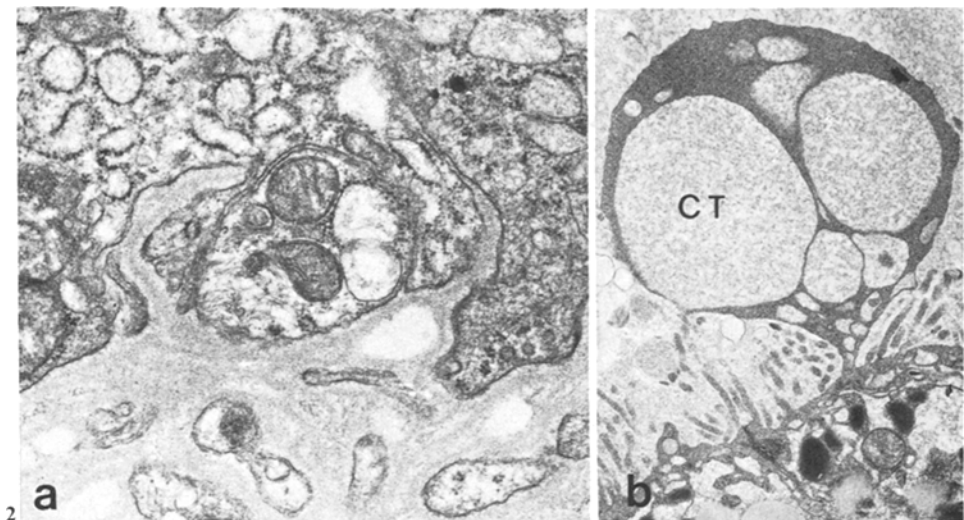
a M. Basedow. Basaler Zellabschnitt mit Membraninvaginationen und verbreiteter Basalmembran. $\times 29,960$. b M. Basedow. Pseudopodium mit Kolloidtropfen (CT) im angrenzenden apicalen Cytoplasma Lysosomen und Mitochondrien. $\times 6,750$
